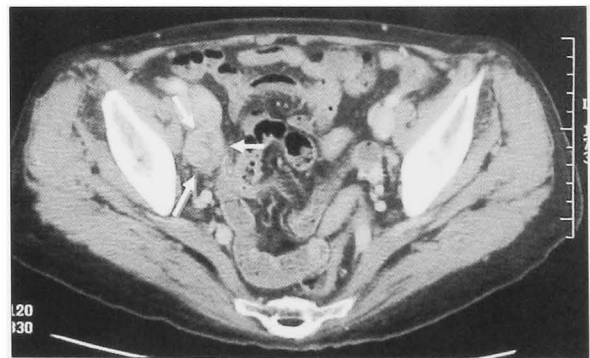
Pelvic CT scan shows the right external iliac lymph nodes swollen.
